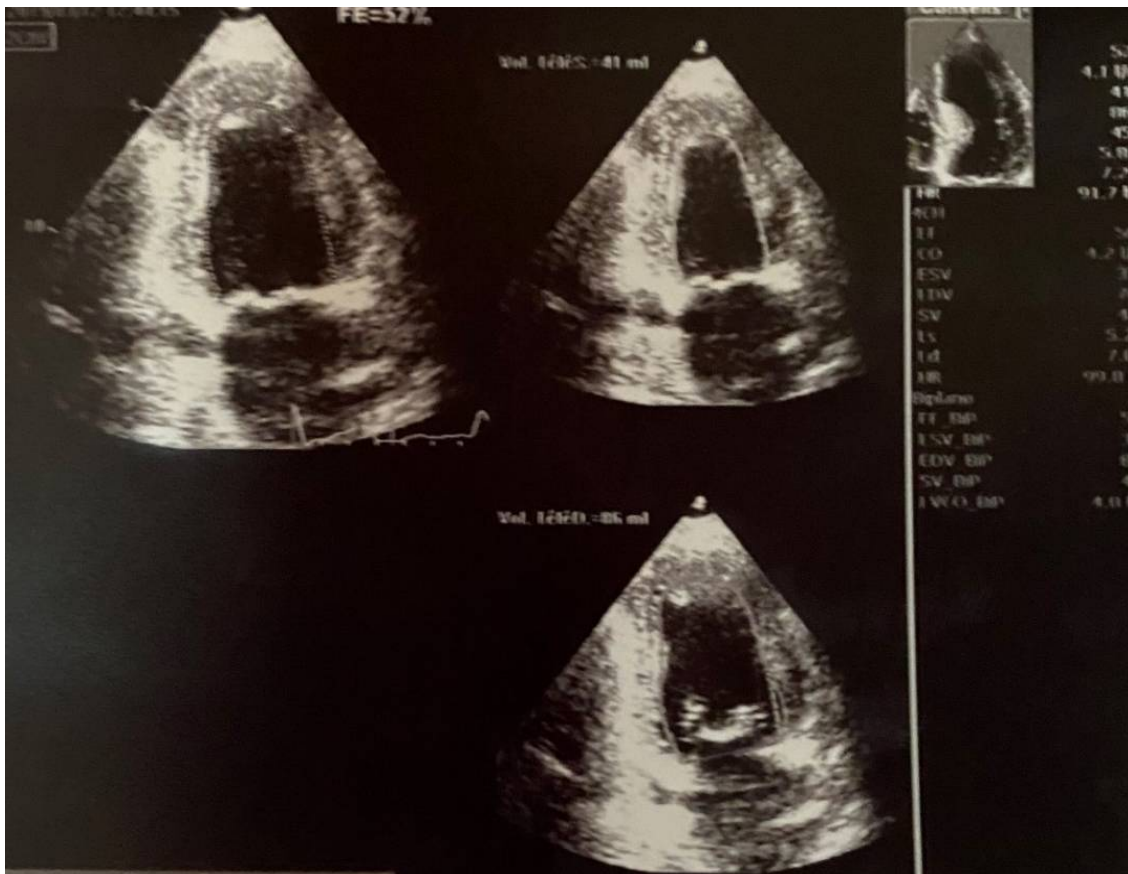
Echocardiographie transthoracique du patient 9
